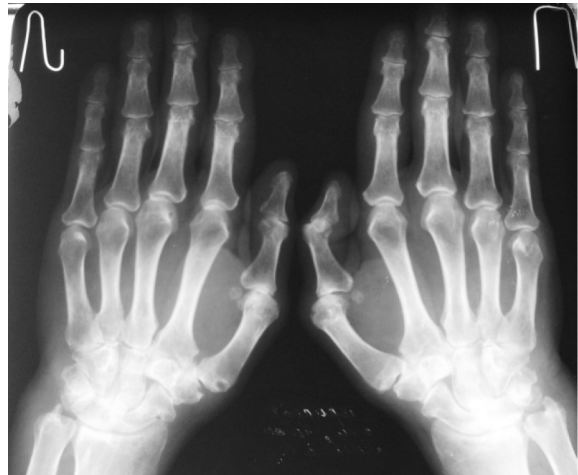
Рентгенограмма кистей рук больного М.
